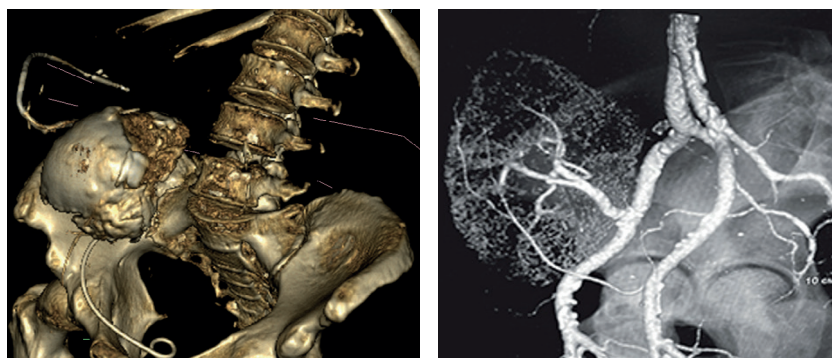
Примеры КТ (слева — из архива Р. Р. Ахтямова) и МРТ (справа — [26]) ренального трансплантата в подвздошной области. Стандартная гетеротопическая позиция нефротрансплантата. Трансплантат, осложненный мочевым затеком из чашечковой кисты верхнего полюса (слева); увеличенная шарообразная почка (справа), прилегание и спаянность с наружными подвздошными сосудами
